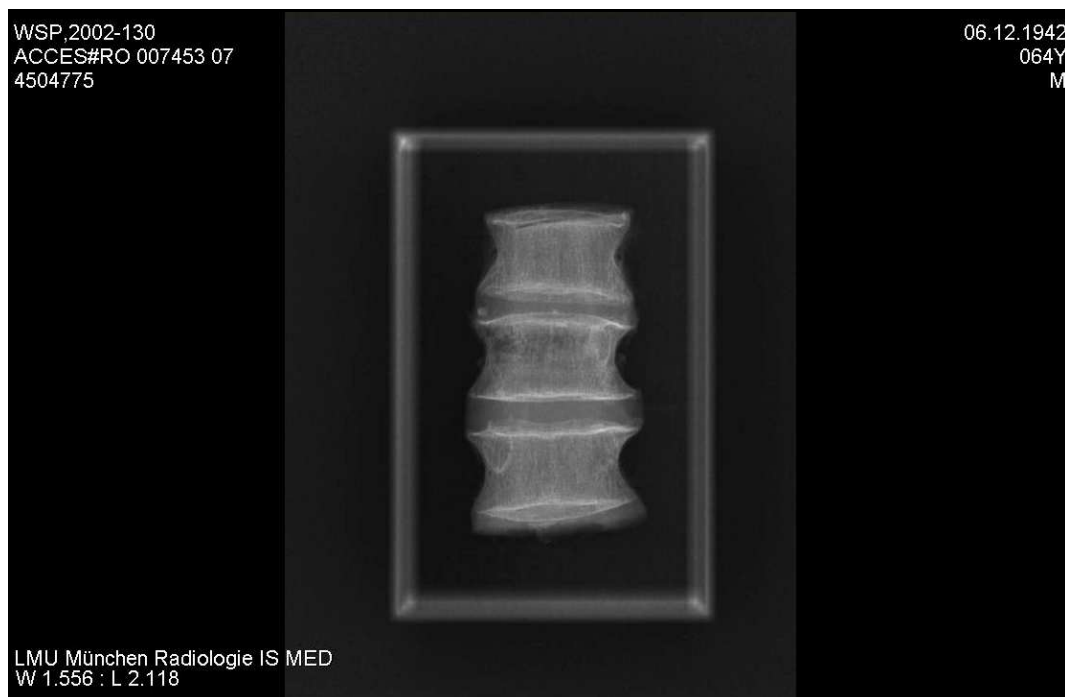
Konventionelle ap-Röntgenaufnahme eines Wirbelsäulenpräparates
